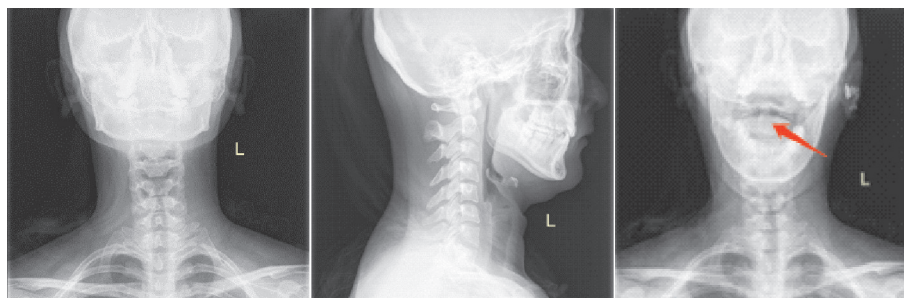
患者的X线片资料(从左到右依次为正位、侧位、开口位,其中开口位片可见枢椎齿突偏向右侧)
